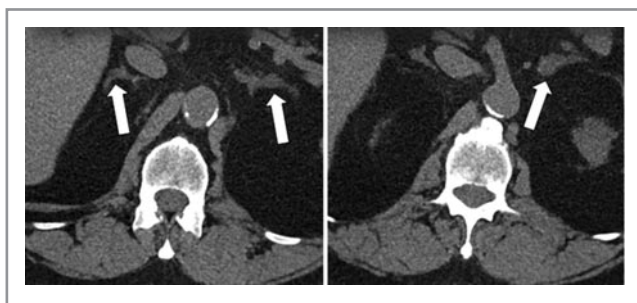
КТ-снимки 67-летнего пациента с ПГА в аксиальной проекции. Узелок в левом надпочечнике и участок утолщения в правом надпочечнике [3].
